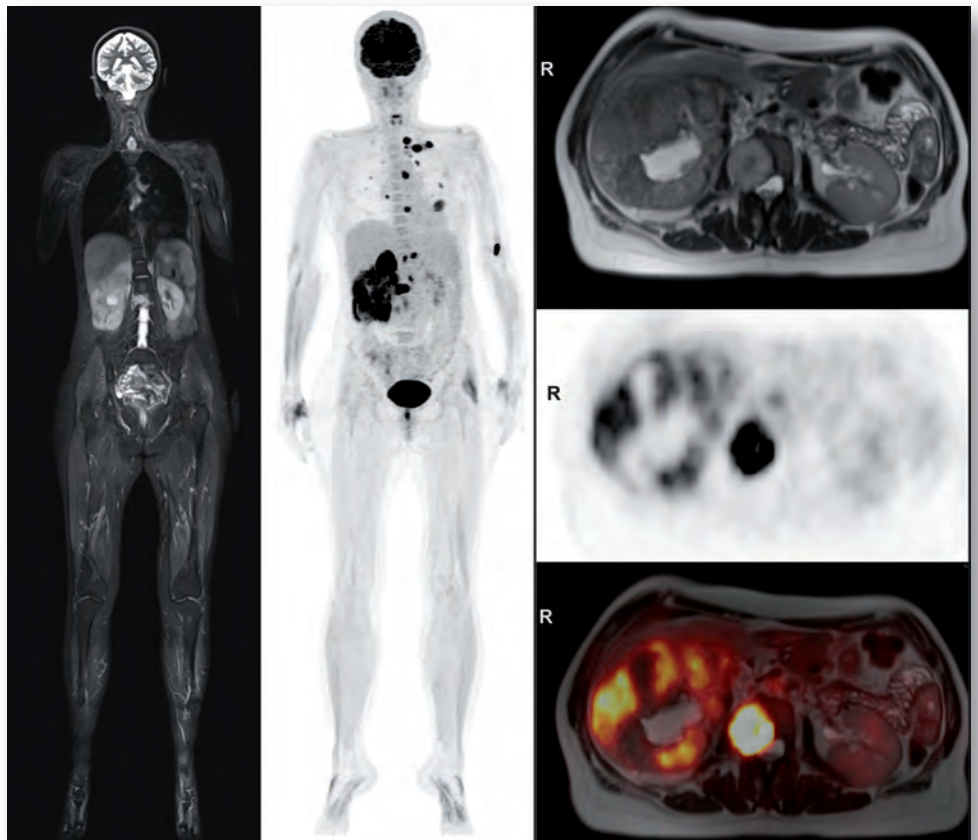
FDG-PET/MRT: 49 Jahre, weiblich, metastasiertes Nierenzellkarzinom rechts
